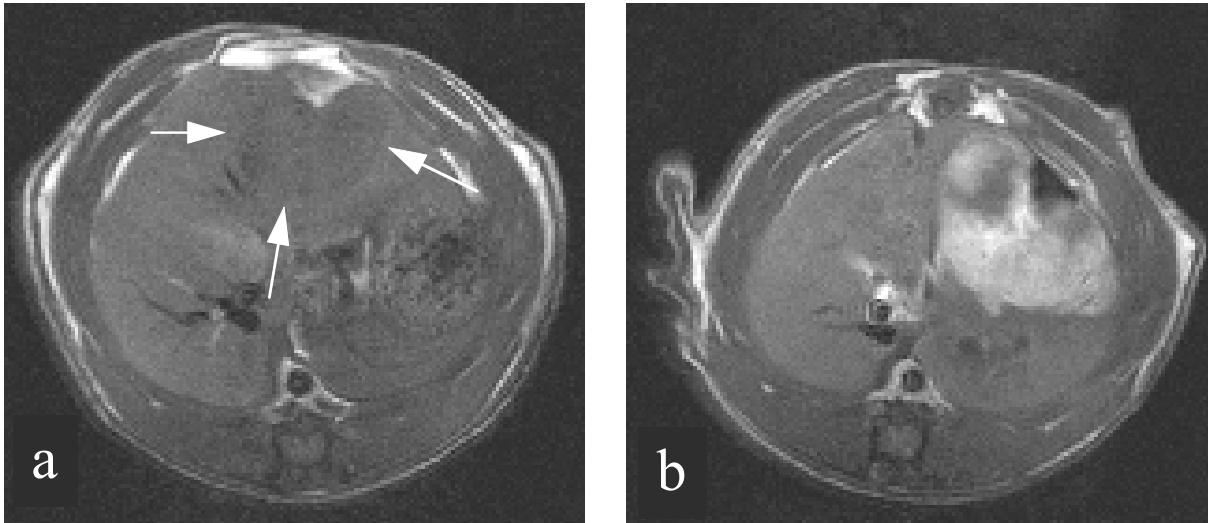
T1-gewichtete MRT-Aufnahme (SE 400/15) vor (a) und 45 min nach (b) Applikation von Gd-SUV-PEG i.a. mit Embolisat (Gruppe 6): Nach i.a. Applikation der Diagnostik-Liposomen mit Sperex[®] wurde deutlich an Kontrast gewonnen (nach Kontrastmittelgabe: $k(Tu/Le) = 1,66$). Die Anreicherung ins Tumorgewebe geschieht inhomogen (s. Text).
